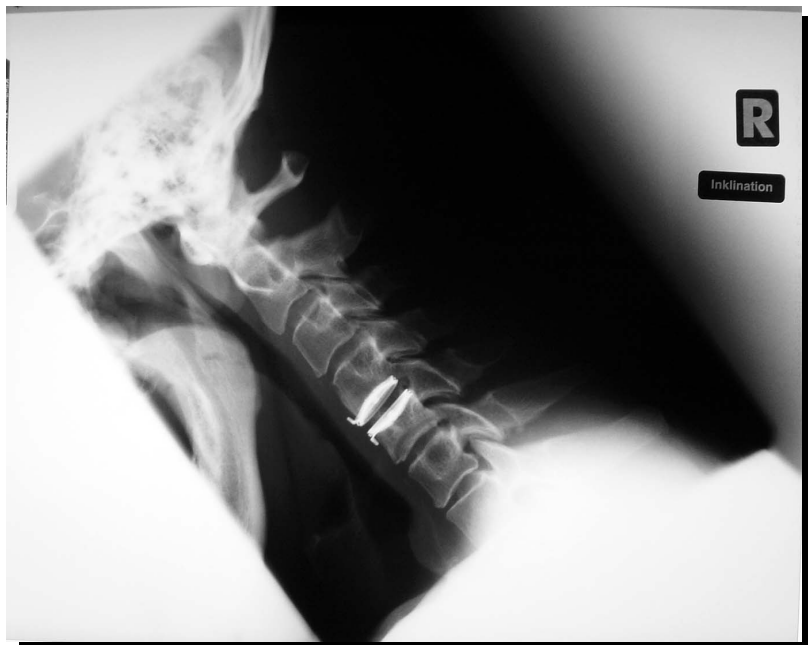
Röntgenaufnahme kurz nach Prothesenimplantation in Beugstellung. Die Prothese weist eine Beugebeweglichkeit von 1 ° auf.
